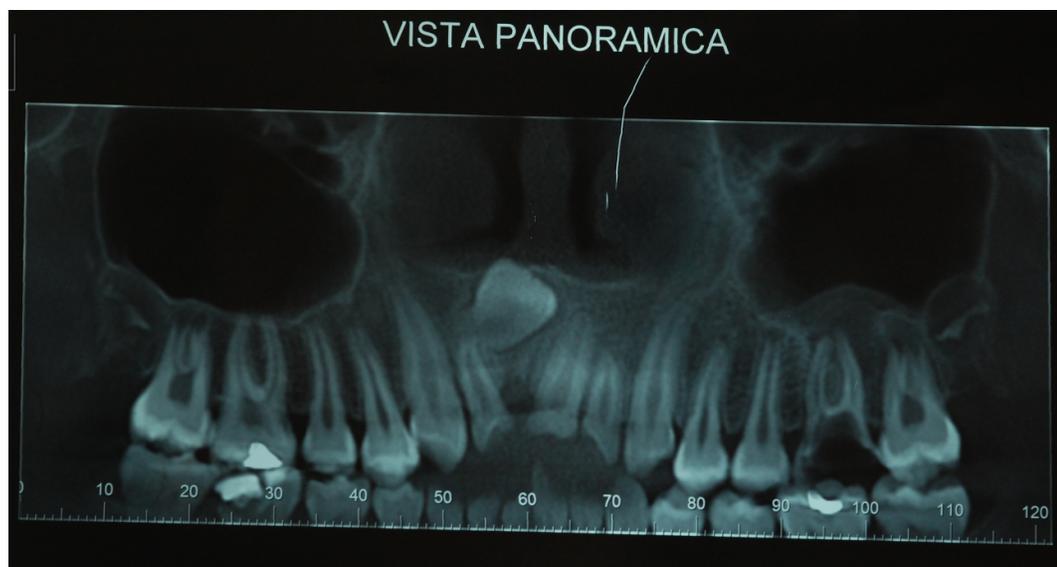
Vista panorâmica da Tomografia Computadorizada Cone Bean
